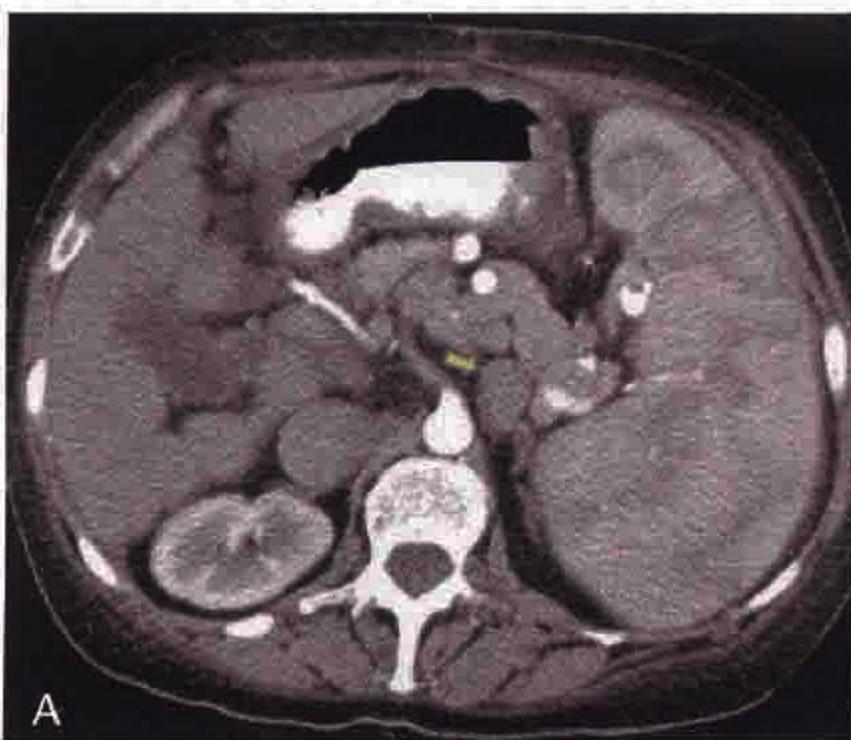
A. 横轴位 CT 增强动脉早期图像：脾门区侧支循环血管(箭)
